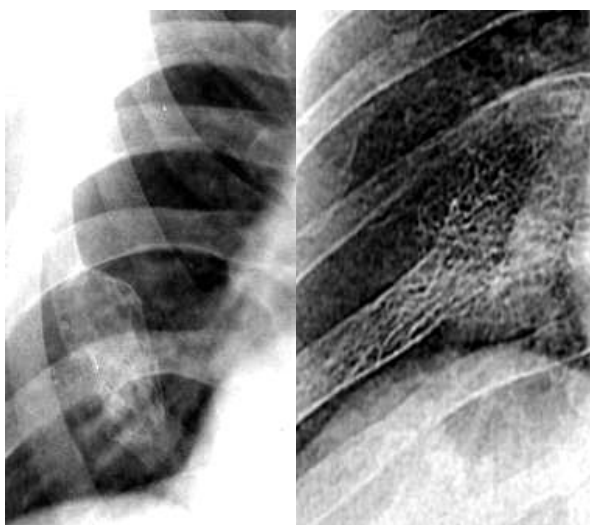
Капілярні гемангіоми. Рентгенограми ребер у прямій проекції різних пацієнтів – визначається обмежене здуття передніх і задніх відрізків ребер з переважно трабекулярною перебудовою структури.
